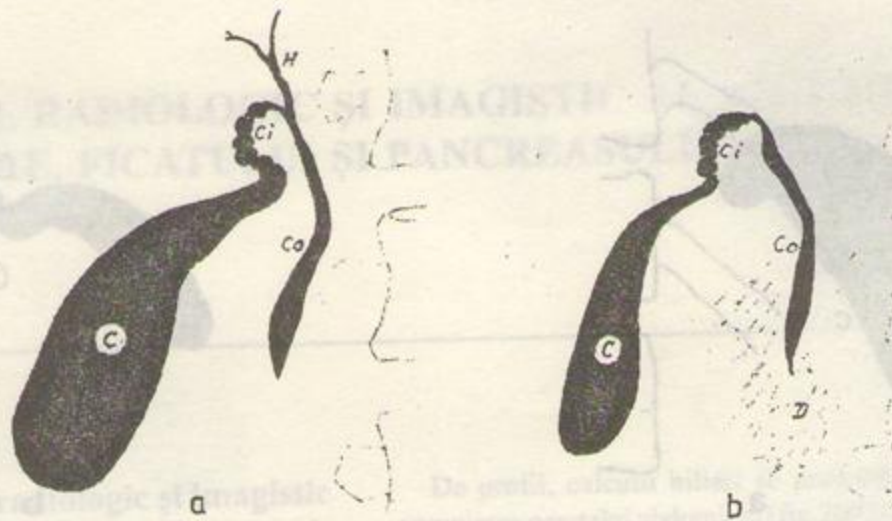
Colangio-colecistografie intravenoasă (aspect normal). a: radiografie la 45 de minute de la injectare; b: radiografie după administrarea prinzului gras. C: colecist; Ci: canal cistic; H: canal hepatic; Co: coledoc; D: substanță de contrast în duoden.
